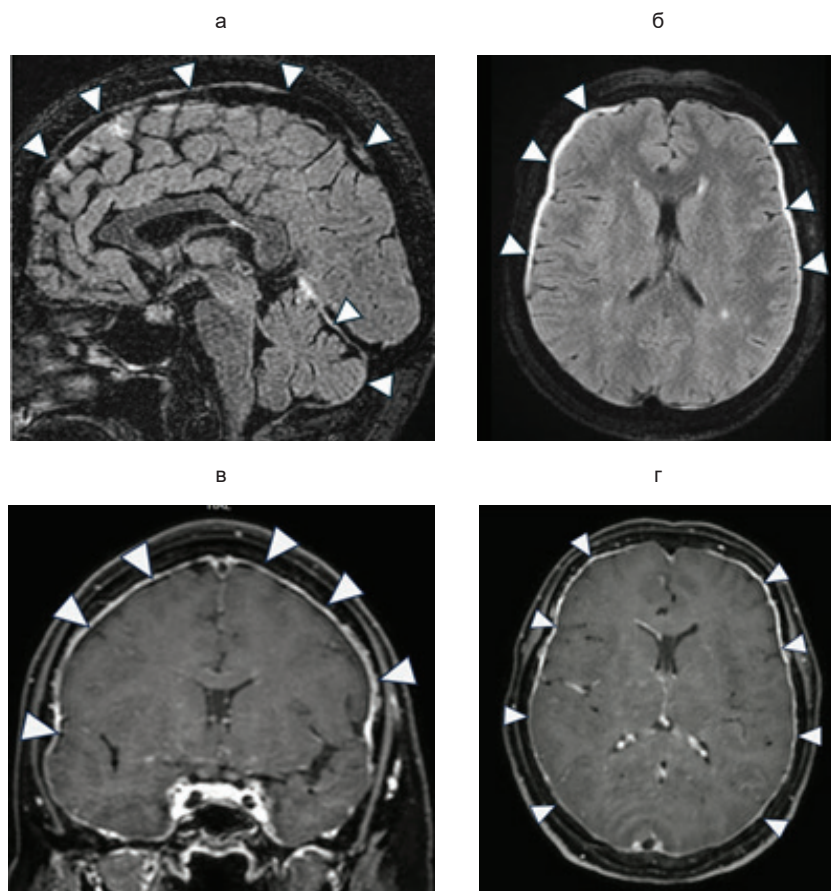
МРТ головного мозга пациентки через 2 мес. после дебюта: а - сагиттальный срез, б - аксиальный срез, в режиме FLAIR определяется усиление сигнала от твердой мозговой оболочки, преимущественно в лобно-теменных отделах, и намета мозжечка; в, г — при контрастном усилении выявляется равномерное накопление контраста мозговой оболочкой. Стрелками указаны соответствующие изменения
